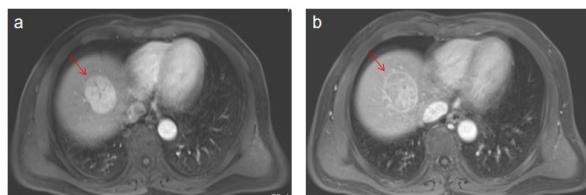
MRI显示肿块位于S8。a T1动脉期图像, b T1门脉期图像
